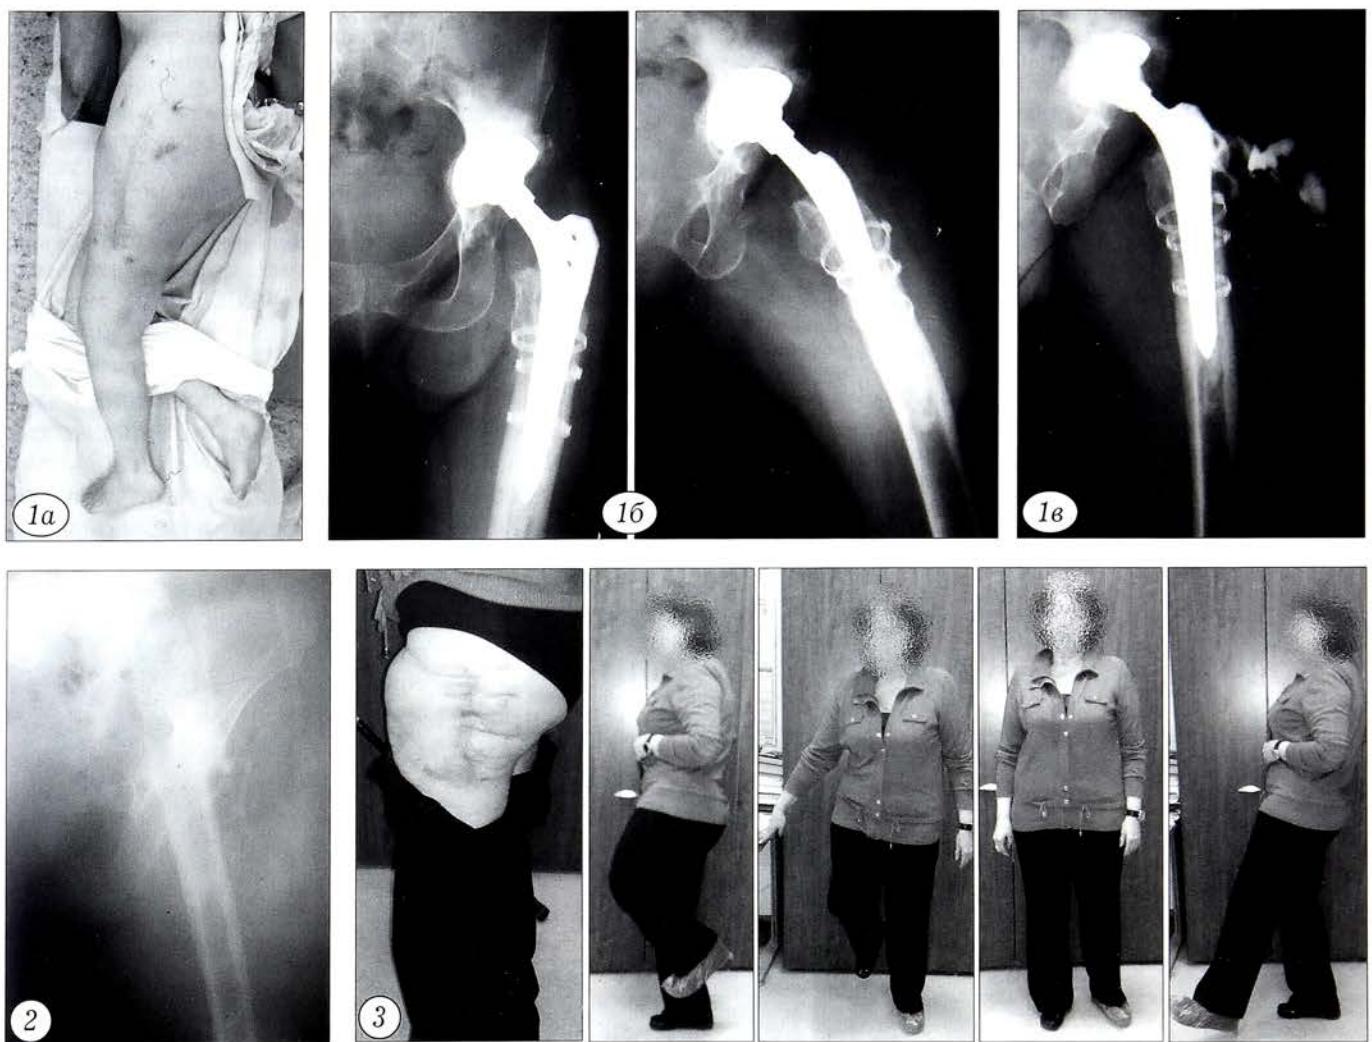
Внешний вид (а), рентгенограммы (б) и фистулография (в) больной Г. 60 лет при поступлении.
